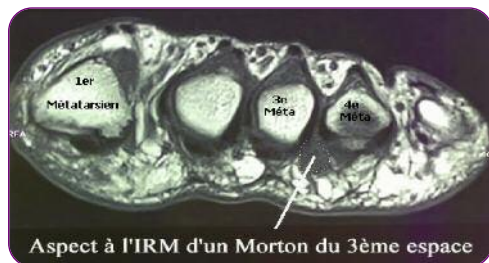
IRM. Névrome plantaire de Morton du 3ème espace inter-métatarsien en coupe coronale T1.
